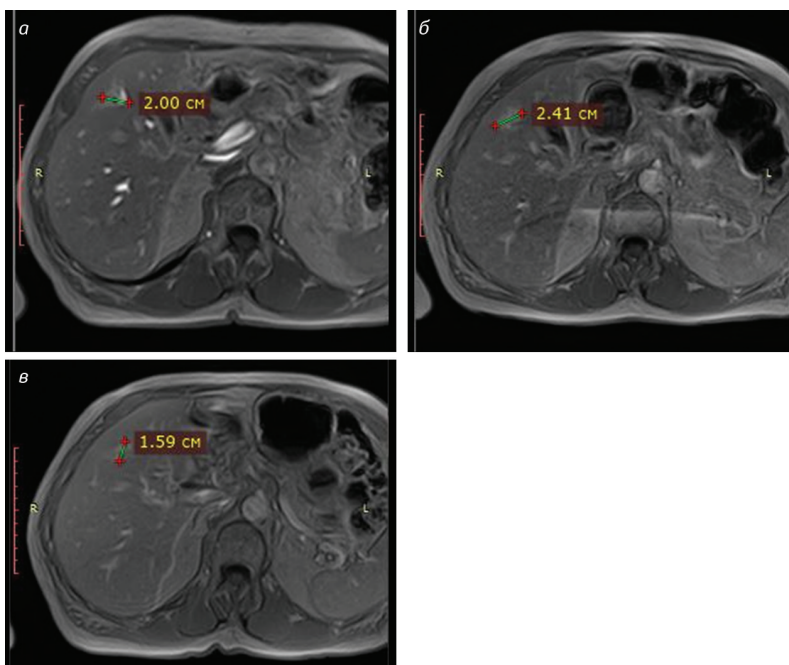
МРТ печінки. Т1-зв'язані зображення із в/в посиленням. Базове (а) та контрольні зображення через 3 місяці (б), 6 місяців (в) після радіохірургічного лікування. Таргетне метастатичне вогнище S_{IV} сегмента печінки на контрольному зображенні (б) збільшене в розмірах (прогресування захворювання), на наступному (в) — зменшене (стан «псевдопрогресування»)
